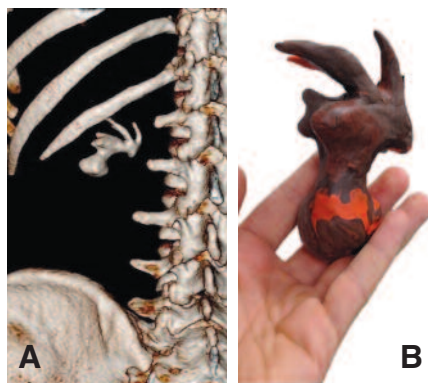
Предоперационное 3D КТ-реконструкция (А) и пластилиновая биомодель (В) полного коралловидного камня
